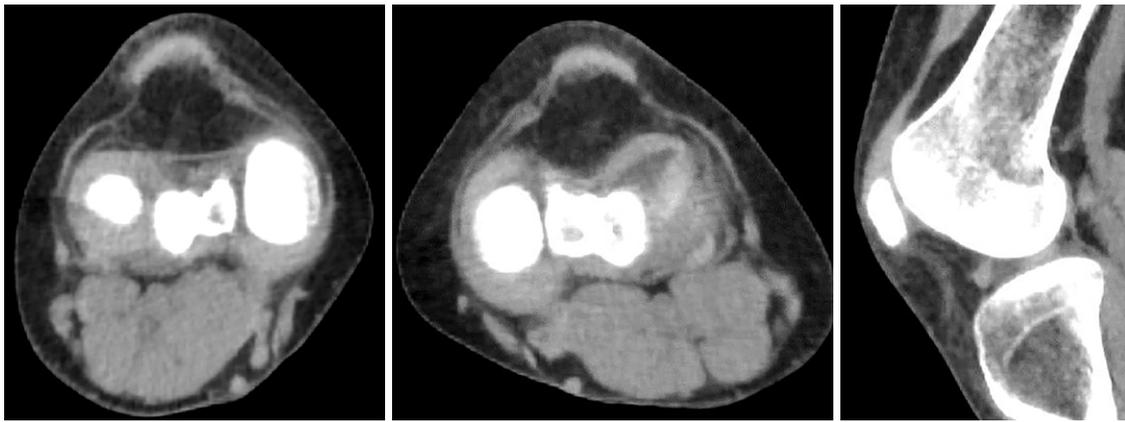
初診時の膝単純CT：左膝は軽度屈曲位(軟部組織条件)(スライス厚：1mm)
